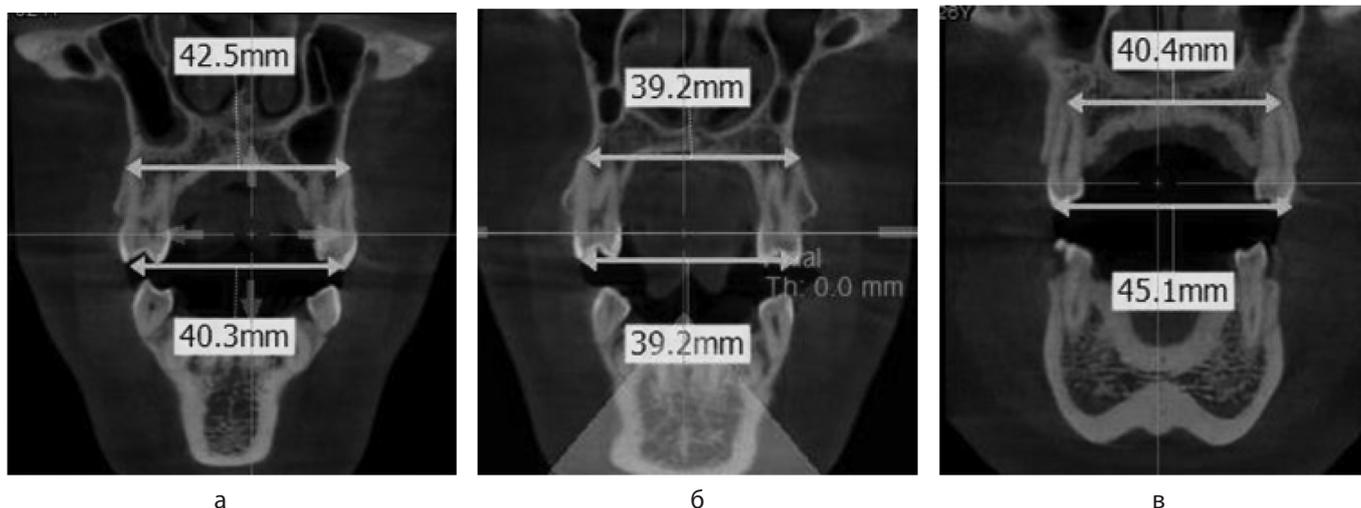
Размеры апикального и окклюзионного базисов в области первых верхних премоляров у пациентов с протрузионным (а), мезотрузионным (б) и ретрузионным (в) типом зубных дуг
